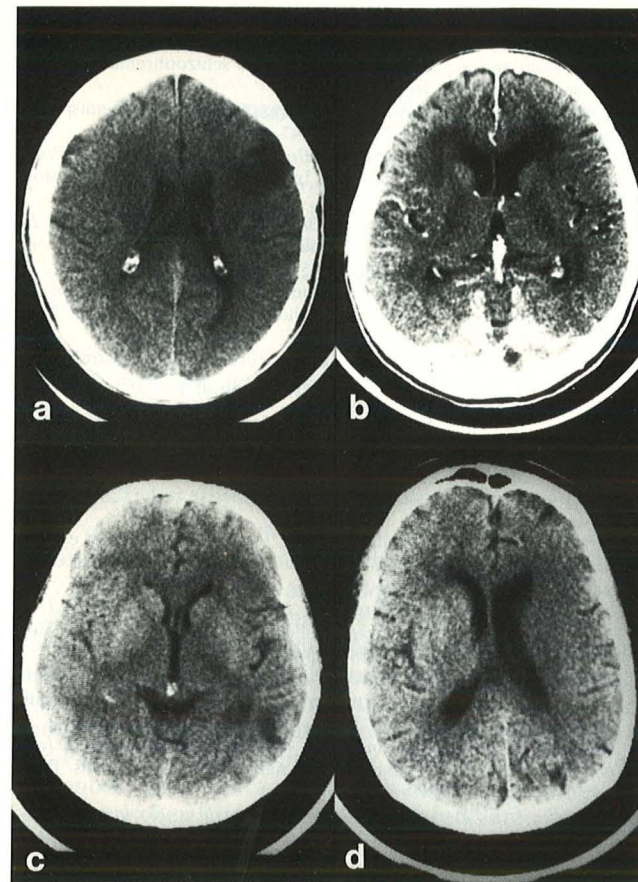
Affektive Störungen und pathologisches CT: Beispiele für CT-Befunde. a) 49-jähriger Patient, vorderer Mediateilinfarkt links; kleine Kalottendefekte nach osteoplastischer Kraniotomie wegen EC-IC-Bypass; b) 76-jährige Patientin, Leukoaraiose, CT mit KM; c) 46-jähriger Patient, Kontusionsdefekt temporooccipital links; d) 62-jähriger Patient, Erweiterung und vermehrte Rundung des linken Seitenventrikels
